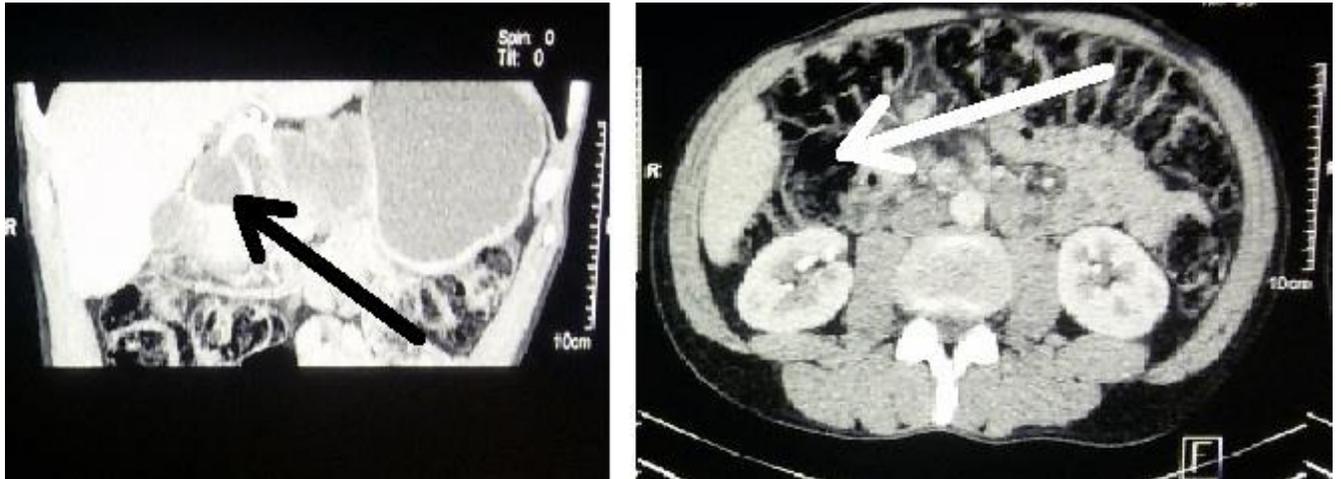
Рецидивная киста головки ПЖ по КТ.
